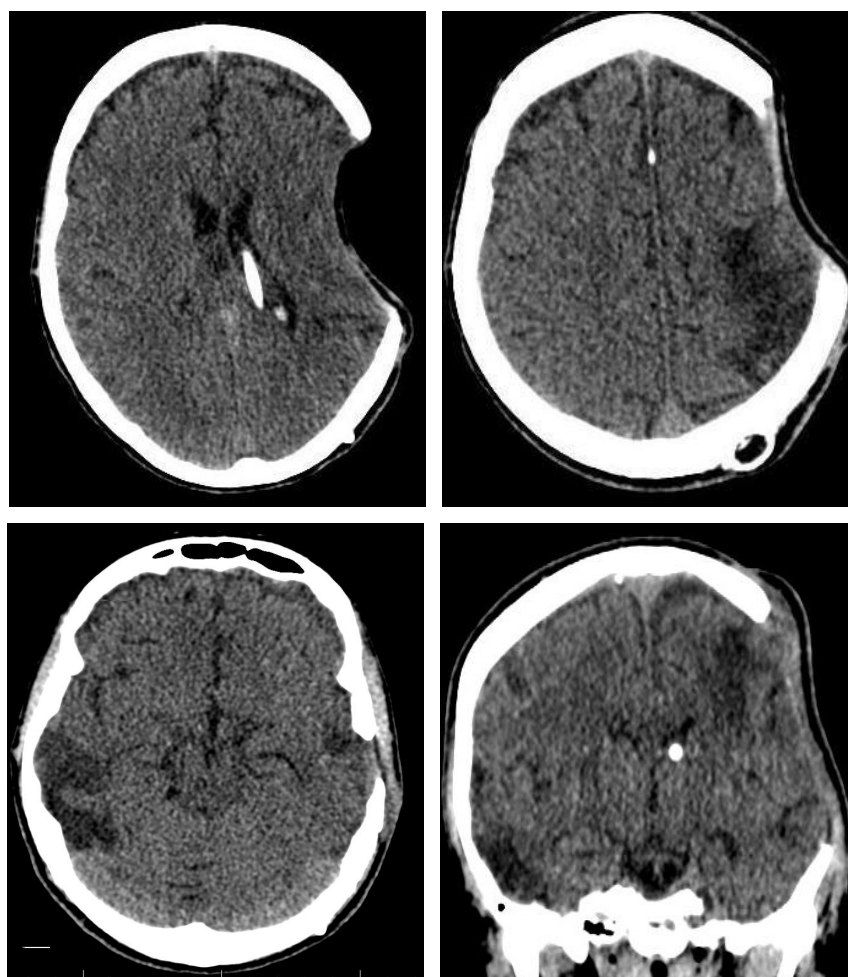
СКТ головного мозга при поступлении больной
